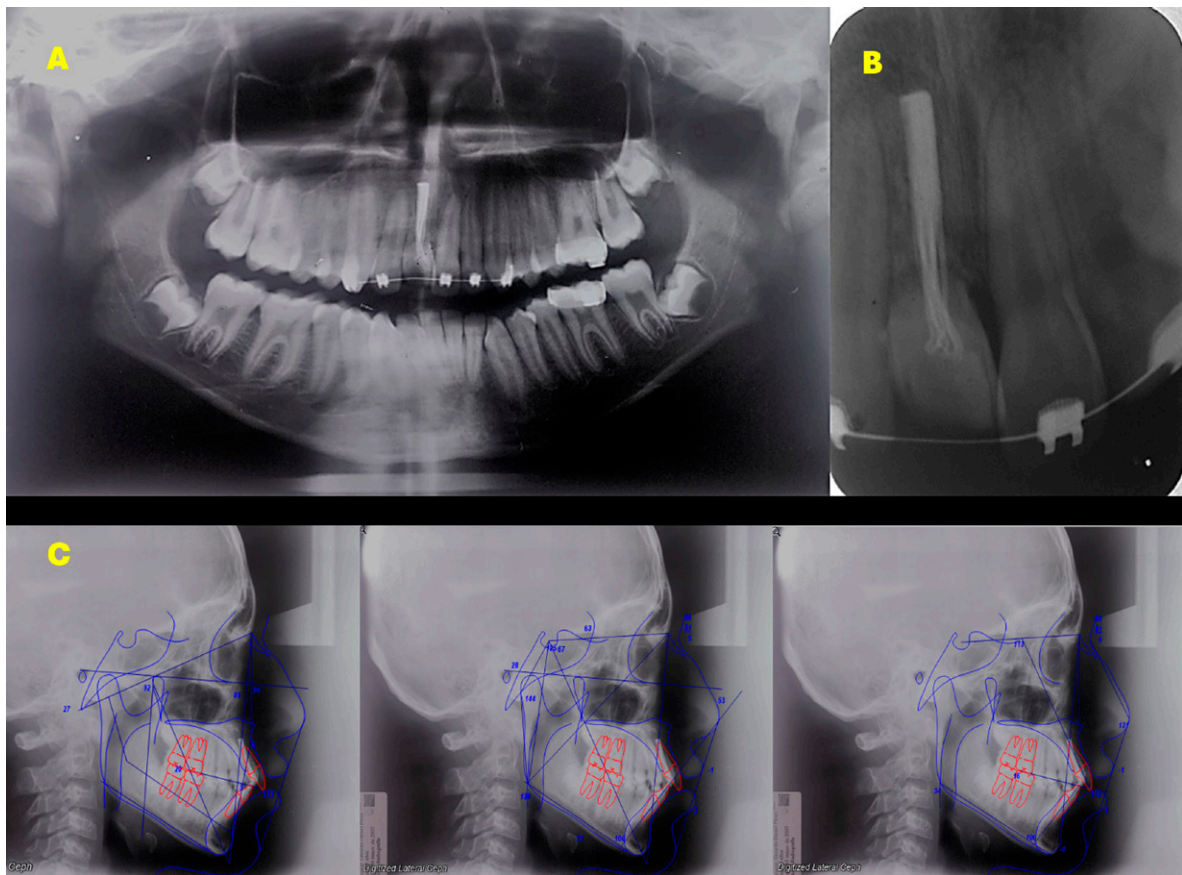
Radiografías. A. Ortopantomografía. B. Dentoalveolar del diente 11, donde se observa reabsorción radicular externa y tratamiento de conducto. C. Trazados cefalométricos iniciales.
